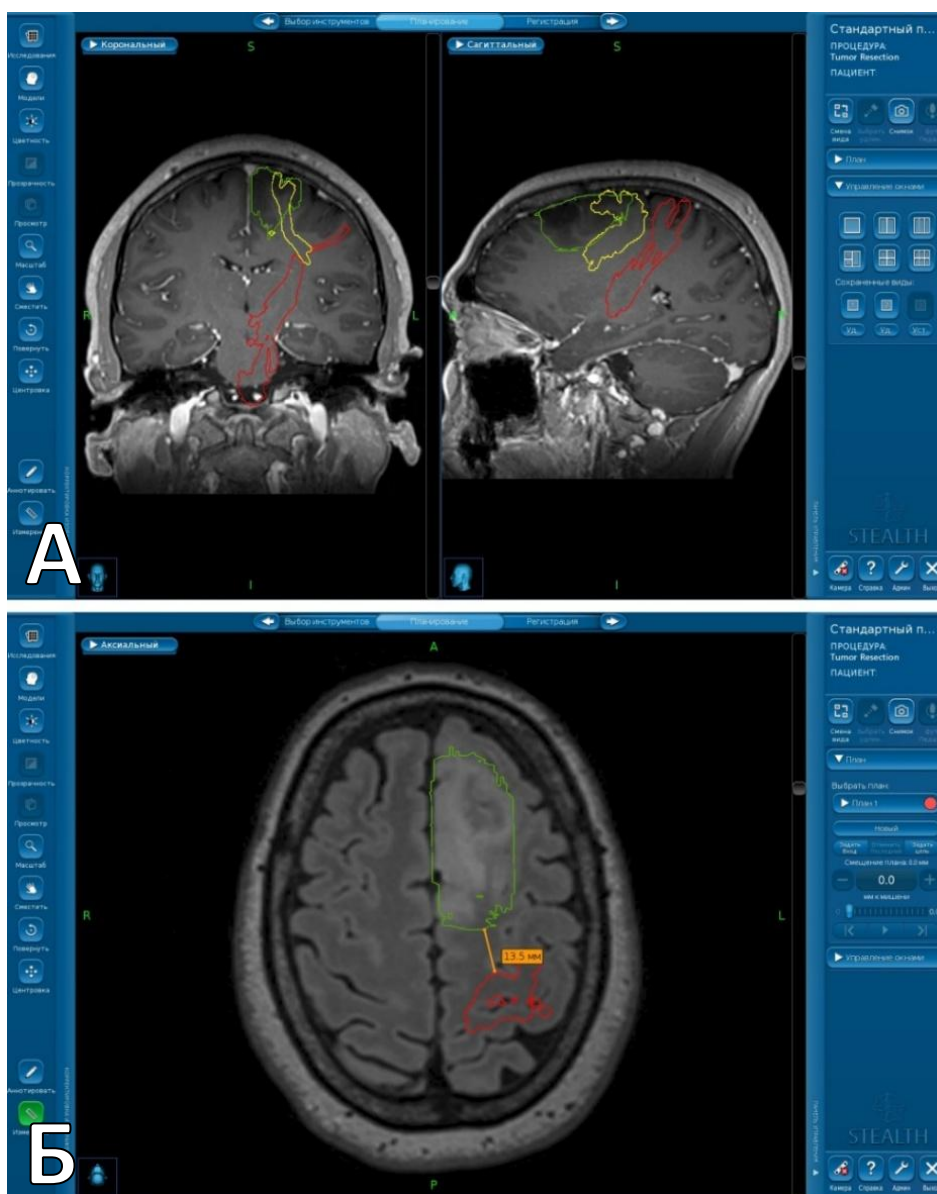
Трехмерная реконструкция КСТ и ЛКП, а также опухоли в блоке «Cranial» планировочной станции. А. Т1-взвешенное с контрастированием изображение МРТ головного мозга во фронтальной и сагиттальной проекциях (слева направо) с наложенными на них трехмерными реконструкциями трактов (желтым цветом обозначен ЛКП, красным – КСТ) и трехмерной моделью опухоли (обозначена зеленым контуром). Б. Т1-взвешенное с контрастированием изображение МРТ головного мозга в аксиальной проекции с измерением минимального расстояния между КСТ (обозначен красным цветом) и опухолью (обозначена зеленым цветом); оранжевым цветом обозначен инструмент «Измерение»
